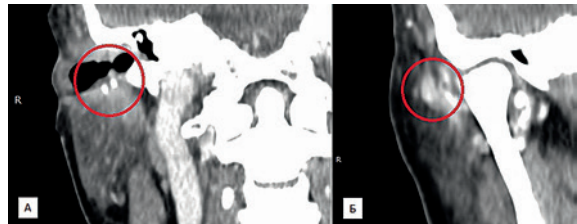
КТ височных костей
